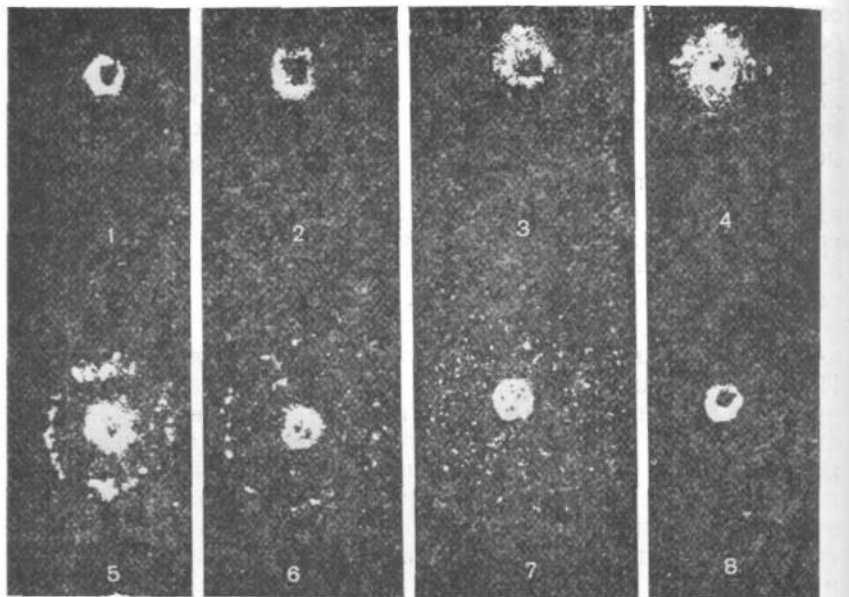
Рентгеновая картина металлизации в области входных огнестрельных отверстий на бязи при поражениях безоболочечными пулями из длинноствольного оружия. Дистанция выстрела:
